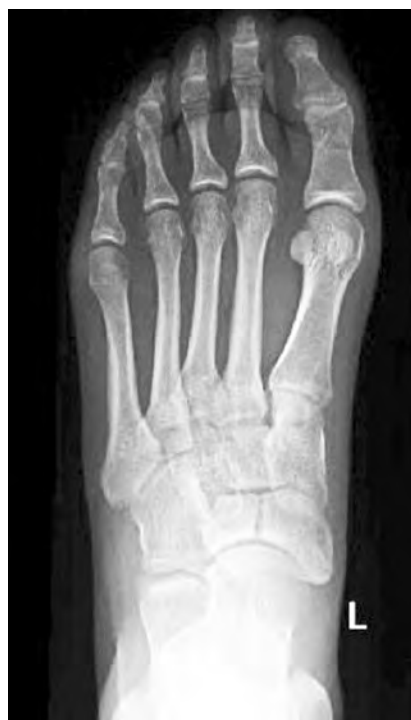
Radiografía simple dorso-plantar, con fractura completa de tercio medio de escafoides y espacio interfragmentario de 2 mm.
